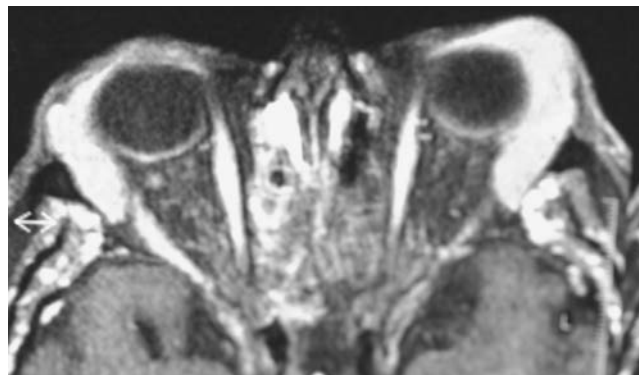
Аксиальная Т1-взвешенная МРТ с гадолиниевым усилением: тот же пациент, что и на рис. 39.15. Хорошо видно, как новообразование повторяет контуры глазного яблока и глазницы.
